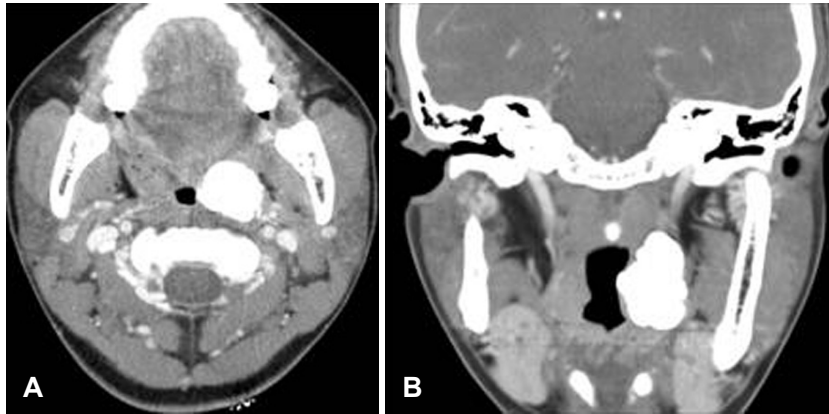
Preoperative CT findings. Axial image (A), coronal image (B). CT shows radio-opaque mass in the left tonsil.
